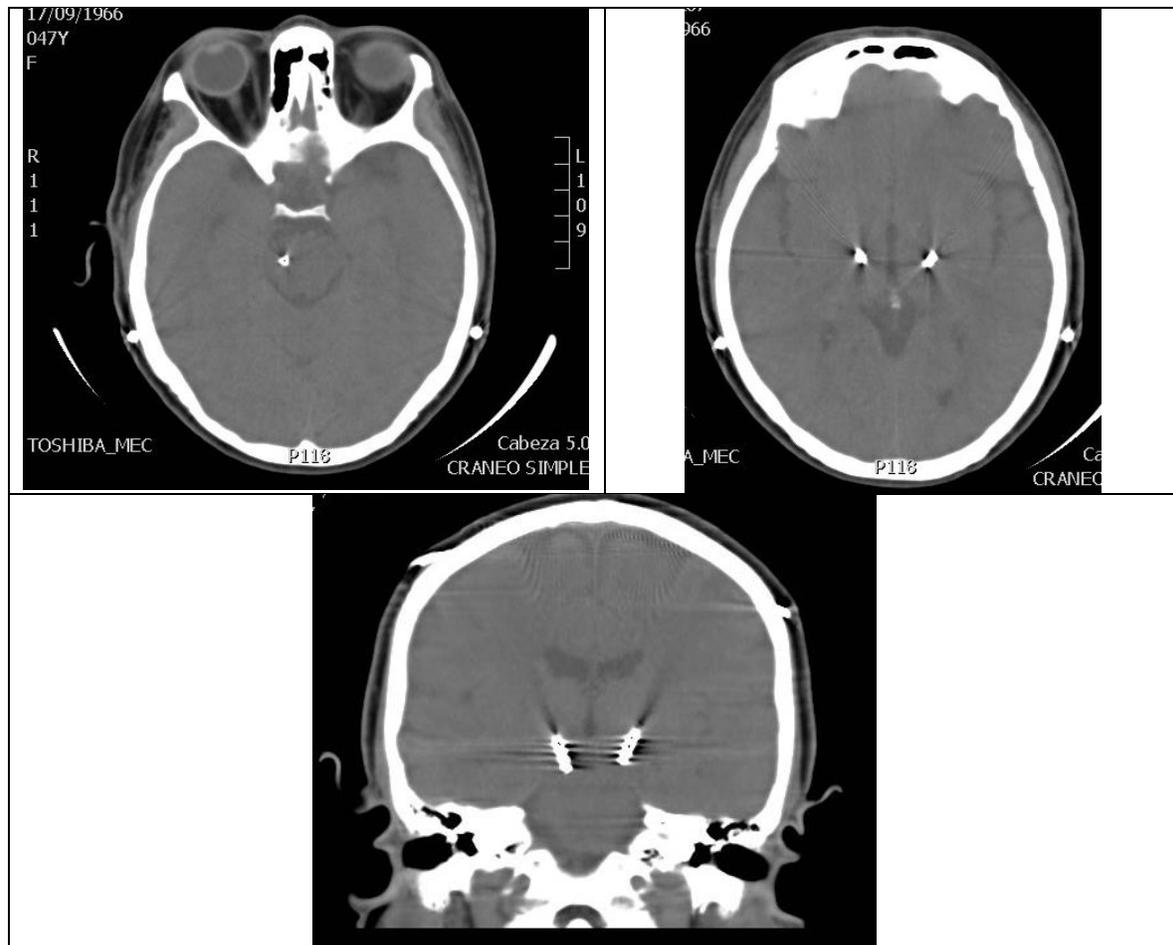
Tomografía en cortes axiales y coronal que muestra electrodos con polos a nivel del NST. La punta del electrodo derecho se observa aproximadamente 3 mm inferior al izquierdo a nivel de la *sustancia nigra* y ligeramente más medial.
